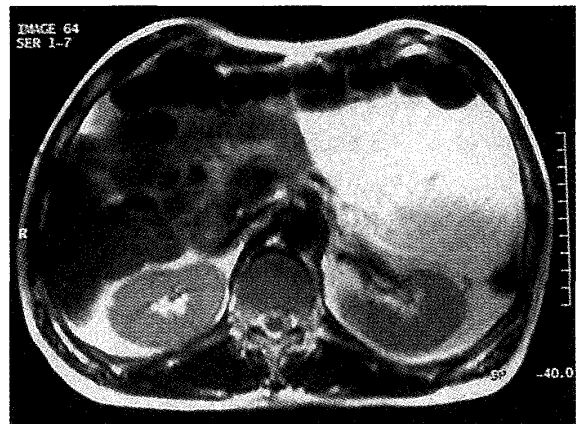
腹部MRI：通常の皮下脂肪と同様に、T2で high signal intensity に描出される腫瘤を左後腹膜に認めた。
